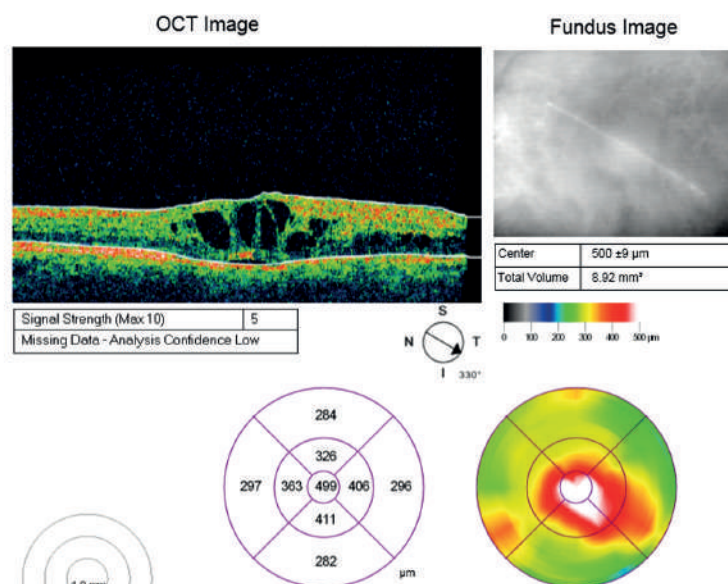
Оптична когерентна томограма пацієнта з групи дослідження на початку лікування, кістозний макулярний набряк
